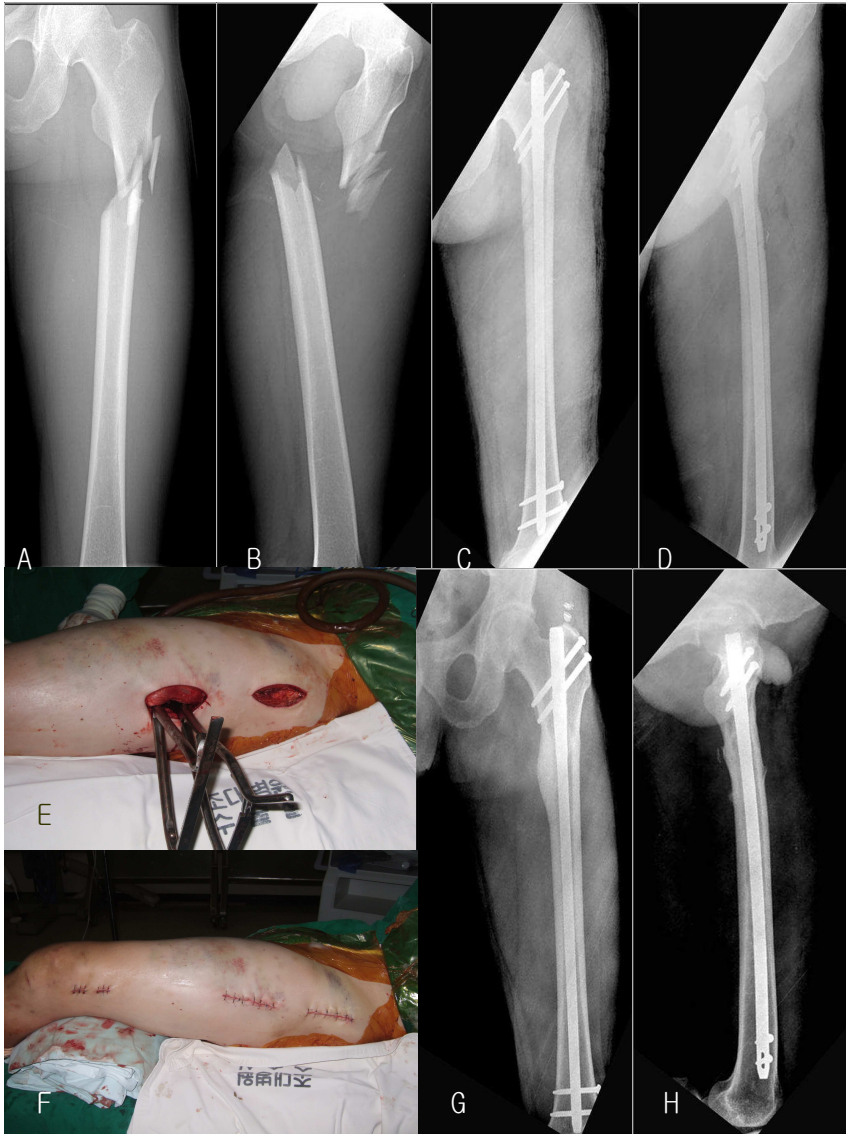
(A), (B) A 43-year-old male sustained Winquist-Hansen type I fracture of the left proximal femur. (C), (D) The patient was treated with limited open reduction and intramedullary nailing. (E), (F) Intraoperative limited open reduction with bone holder is shown. (G), (H) Radiograph taken 14 months postoperatively shows complete healing of the fracture.
